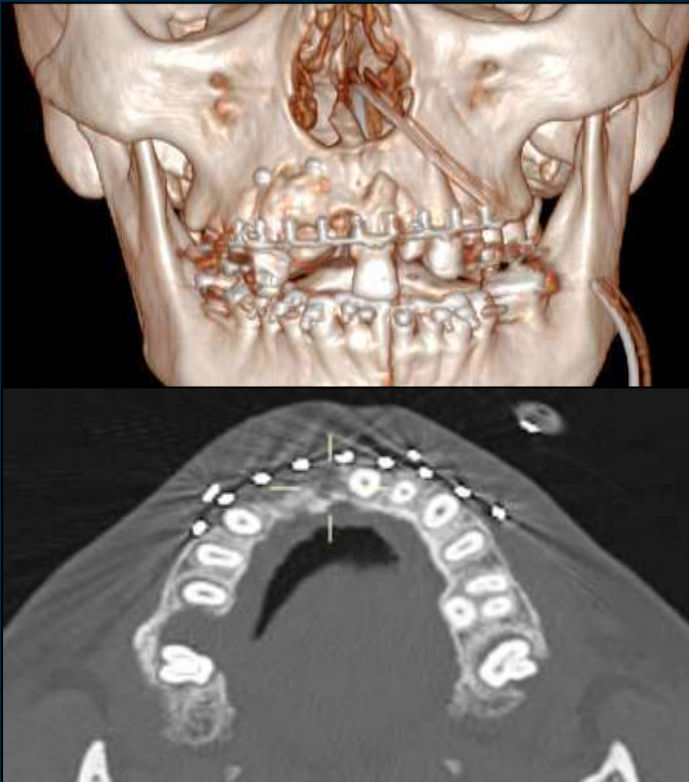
TC de mandíbula de paciente con Férula de Erich.
